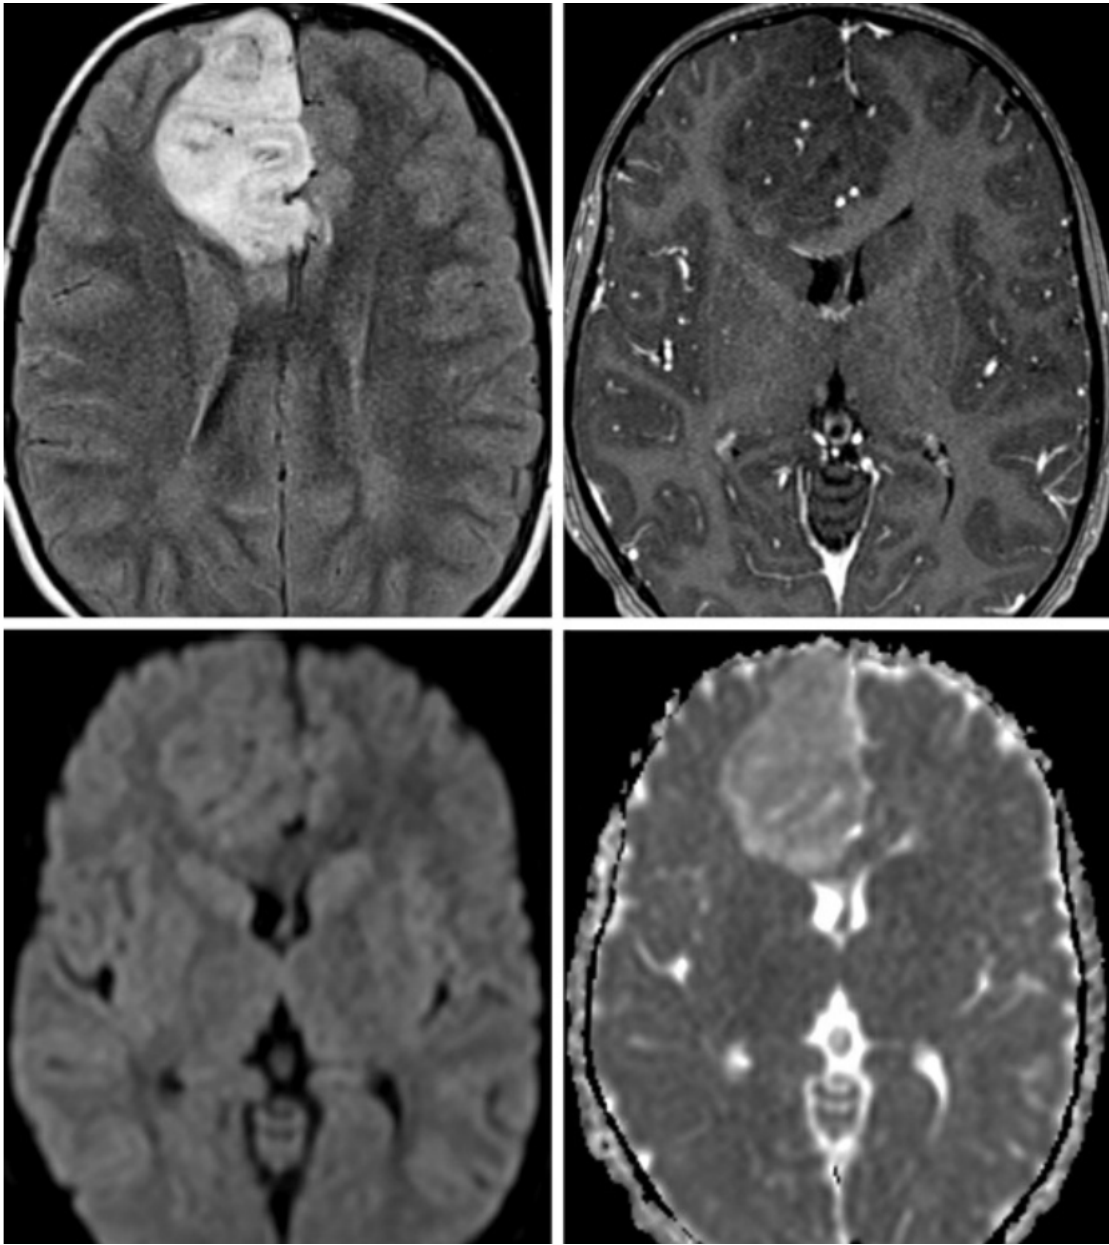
这例神经节胶质细胞瘤侵袭右侧额叶内侧，在 FLAIR 加权相（左上）上呈高信号，增强加权相（右上）上未见明显强化；呈典型的侵袭皮层及临近白质的表现；弥散加权相（左下）和 ADC 相（右下）上肿瘤弥散不受限，说明肿瘤细胞密集。
